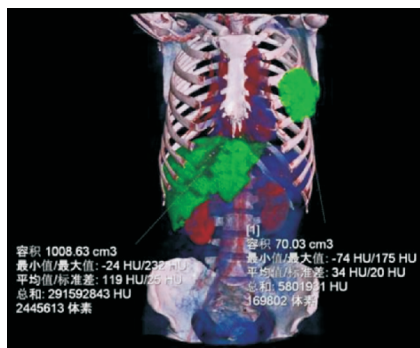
以男性乳腺发育症病人的CT薄层图像为基础,使用区域增长技术直接测量左侧病变乳腺体积为70.03 mL,肝脏体积为1008.63 mL
